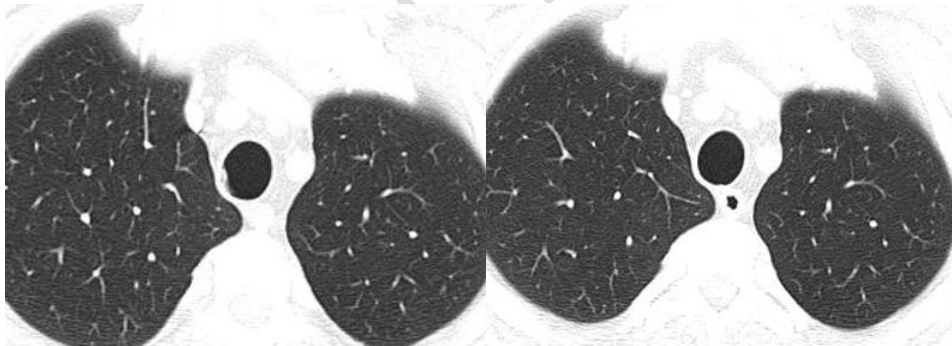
Imágenes de TC pre y post toser, (a) es evidente el abultamiento que existe en la pared derecha de la tráquea a nivel supra aórtico, (b) después de hacer toser al paciente se observa la luz de la estructura limpia y se puede descartar patología.
